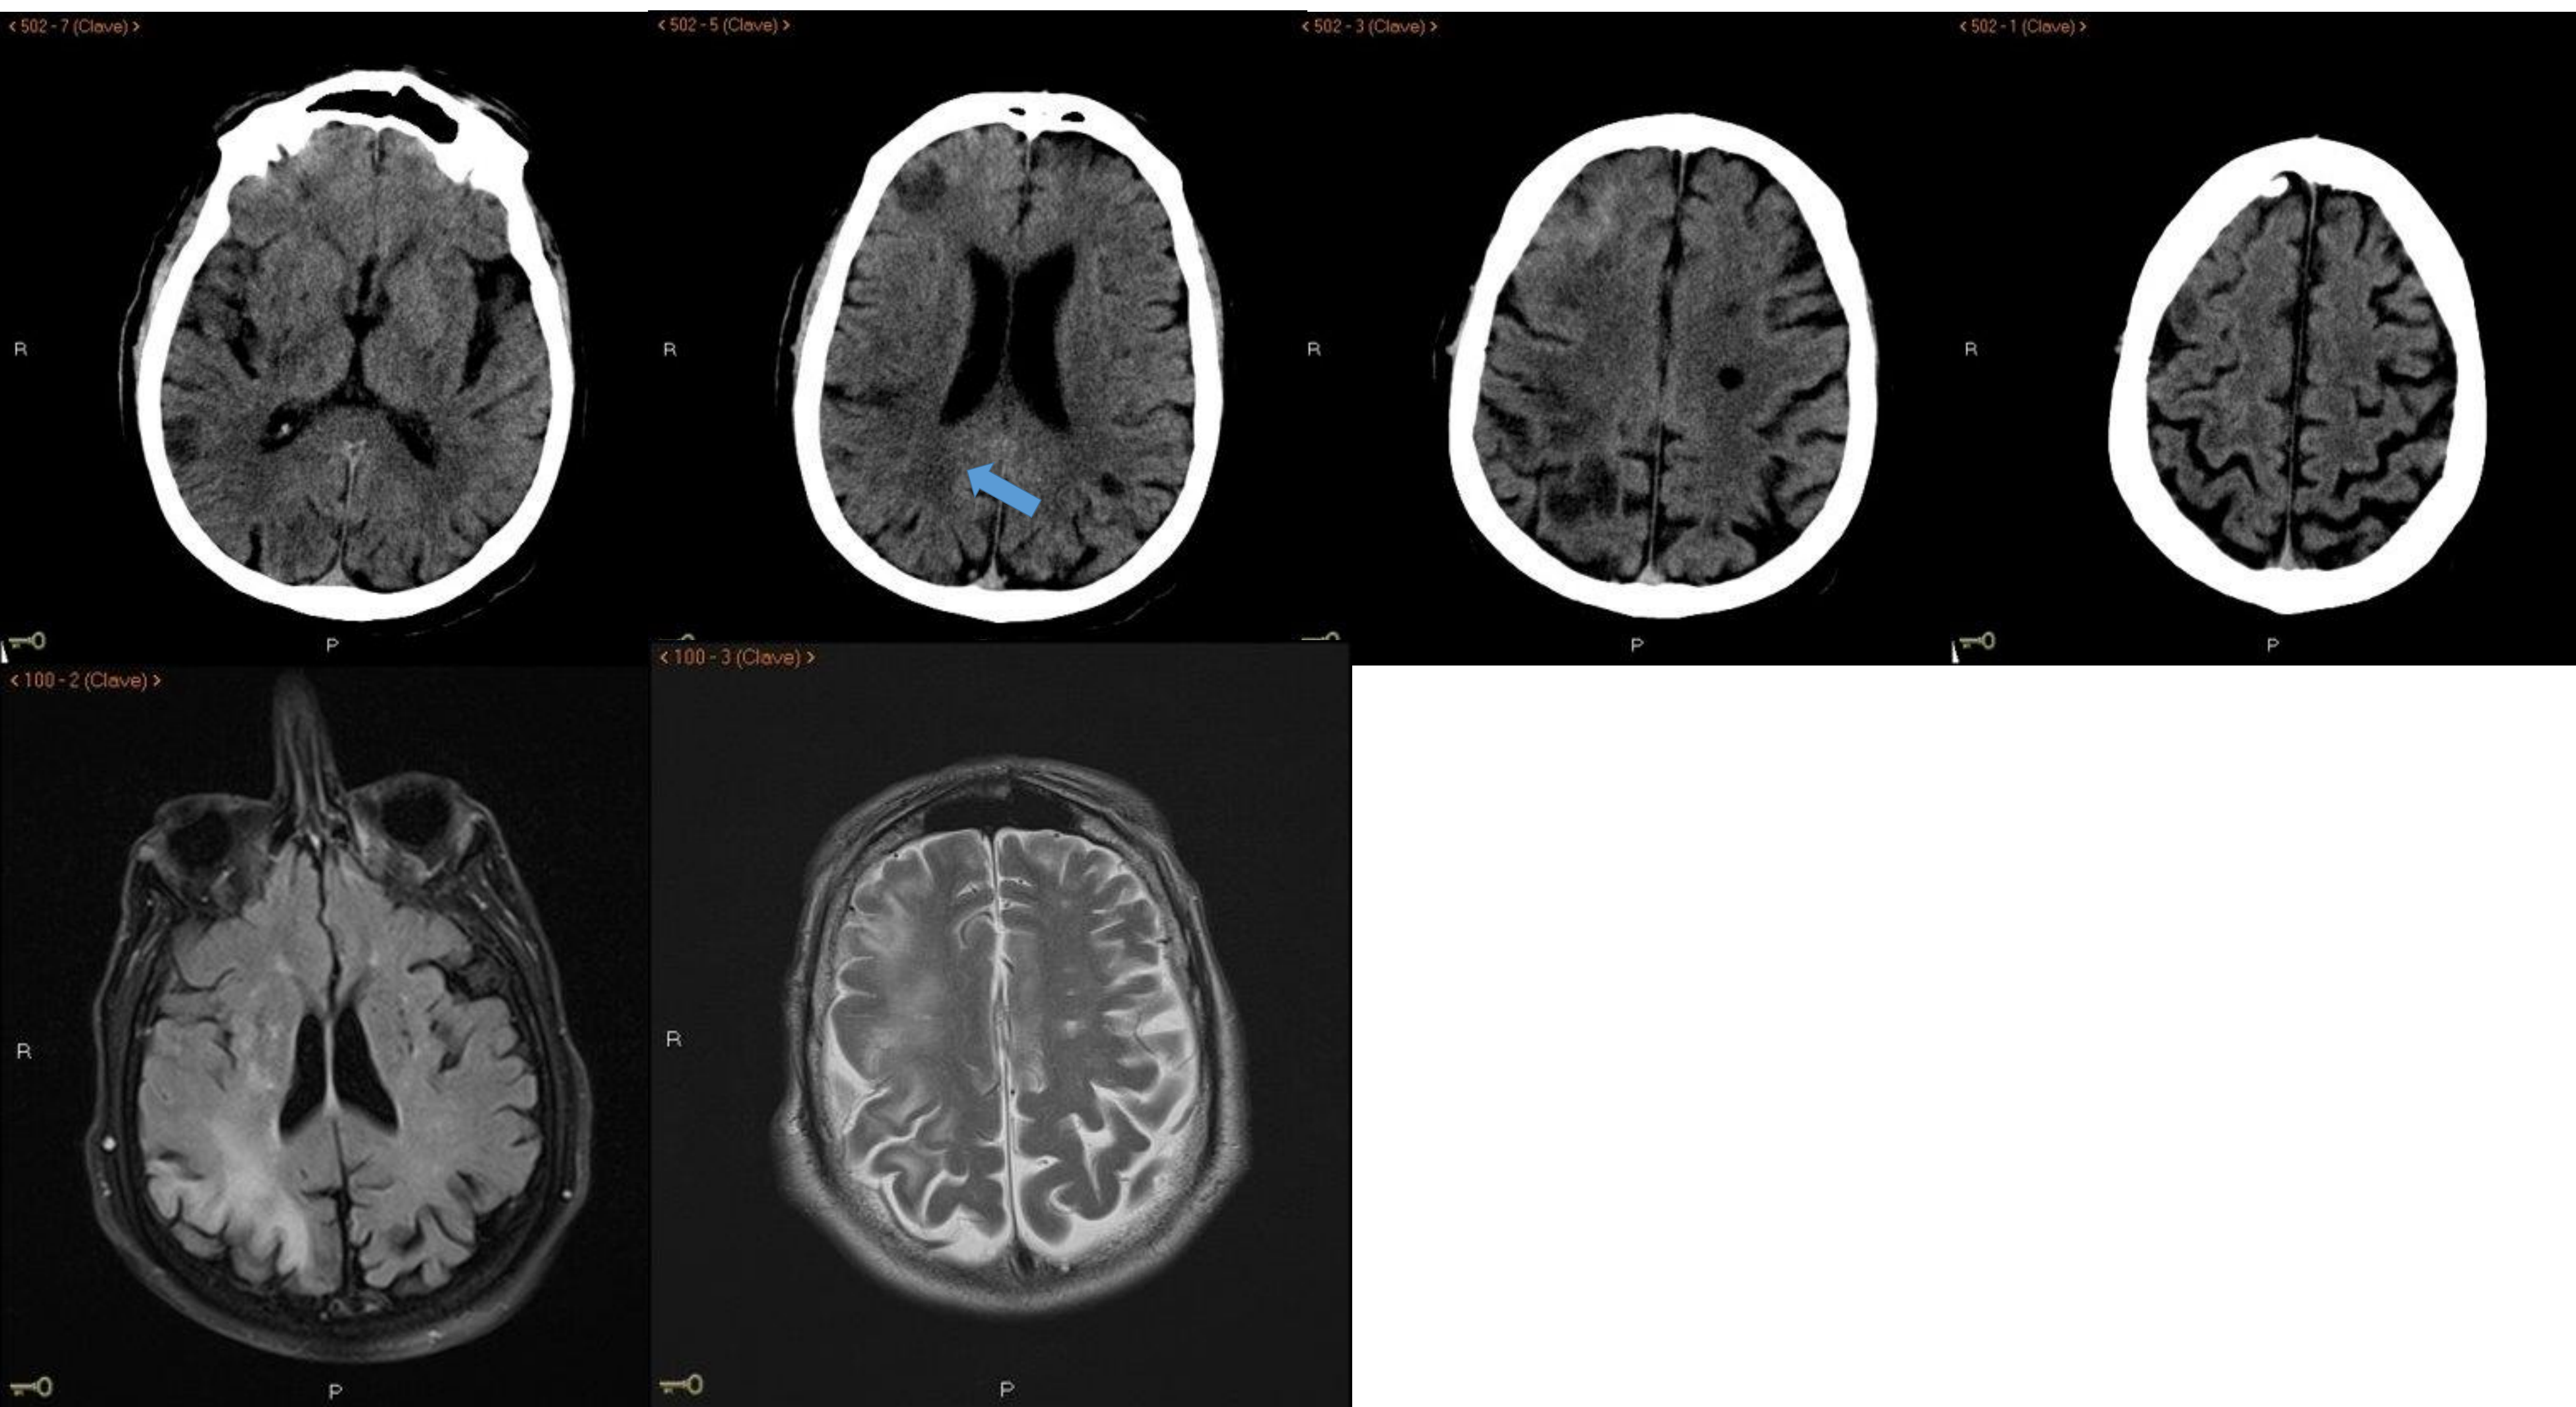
TC de cráneo sin contraste intravenoso (fila superior) y RM craneal en secuencia FLAIR y T2 (fila inferior).
